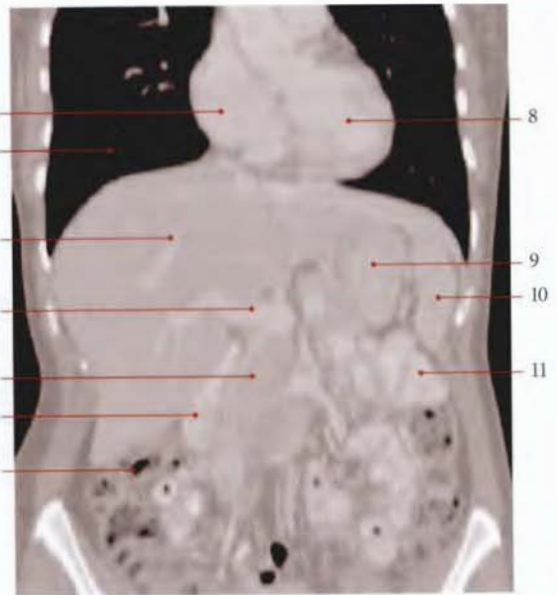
Rapports du foie : coupe coronale TDM (cliché Dr Th. Diesce)
